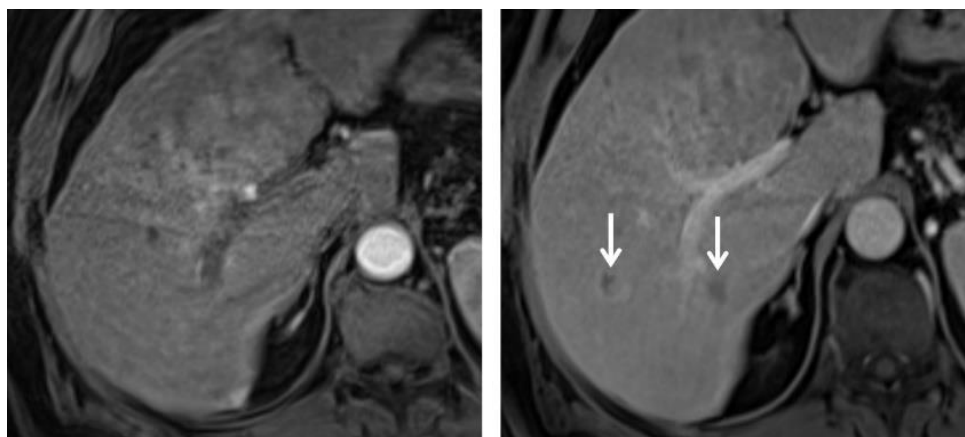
Тот же пациент, через 16 недель после ТЛЛНМ. МРТ показывает отсутствие интенсивного контрастирования очагов в артериальную фазу, при этом сохраняется патологическое вымывание в порто–венозную фазу (белая стрелка). Размеры очагов прежние
